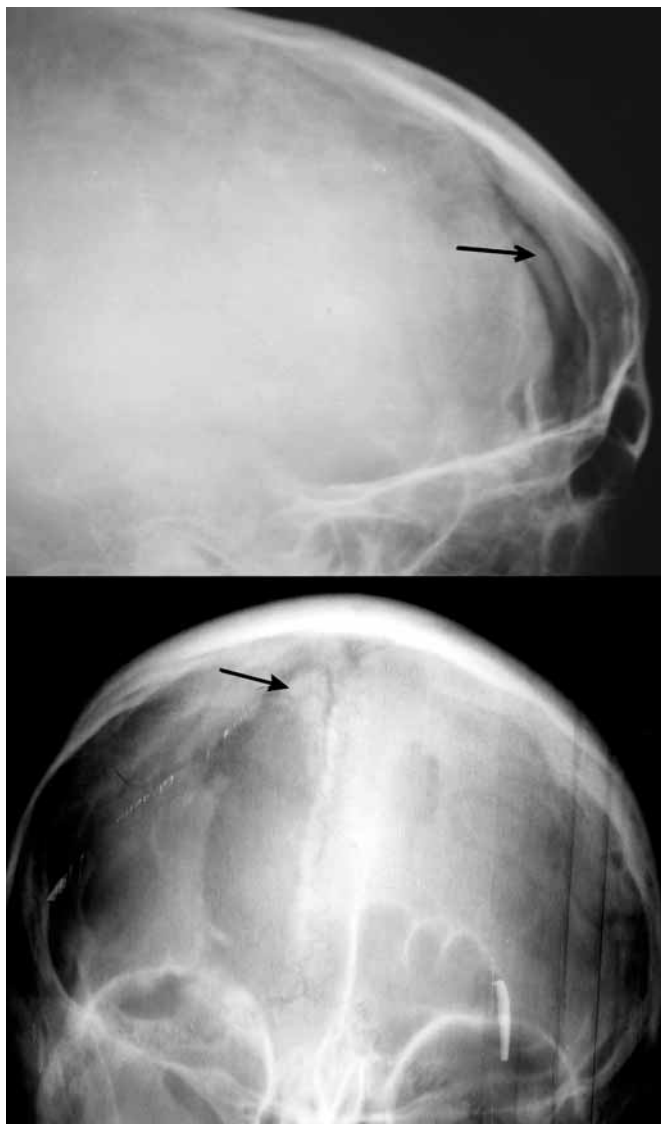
Хворий Б., 12 р. Рентгенограми черепа в 2 проекціях. Визначається парасагітальний посттравматичний кістковий дефект фронтальноорбітальної ділянки праворуч. У верхньому краю посттравматичного дефекту є невідалений вільний кістковий фрагмент (позначений стрілочкою) з «імовірною» депресією, визначити величину інтракраніального зсуву не вдається можливим
